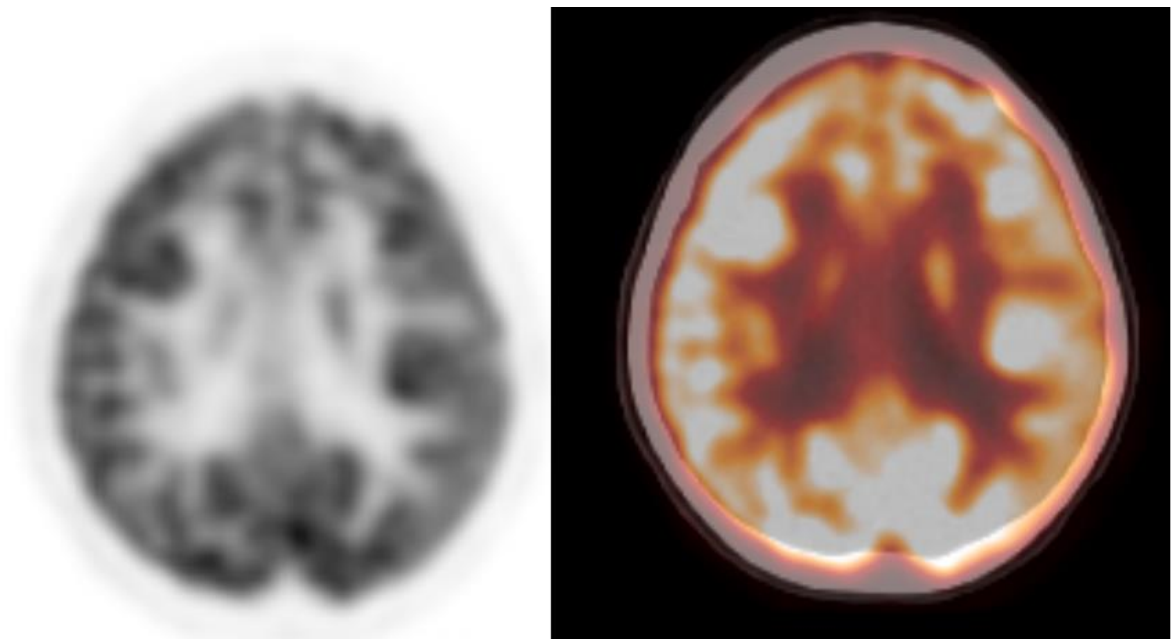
Paciente de sexo femenino de 2 años con epilepsia refractaria. A. Corte axial de PET FDG que muestra Hipoperfusión focal temporal mesial derecha.B. Fusión PET/CT hipometabolismo no presentaba correlato anatómico.
